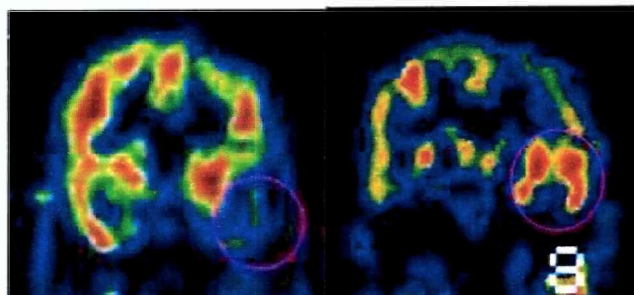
Imágenes logradas por SPECT. La de la izquierda fue obtenida en un paciente asintomático. La de la derecha, en el mismo paciente durante una crisis. La región señalada muestra el foco epiléptico (tomado del sitio web: www.infodoctor.org).
